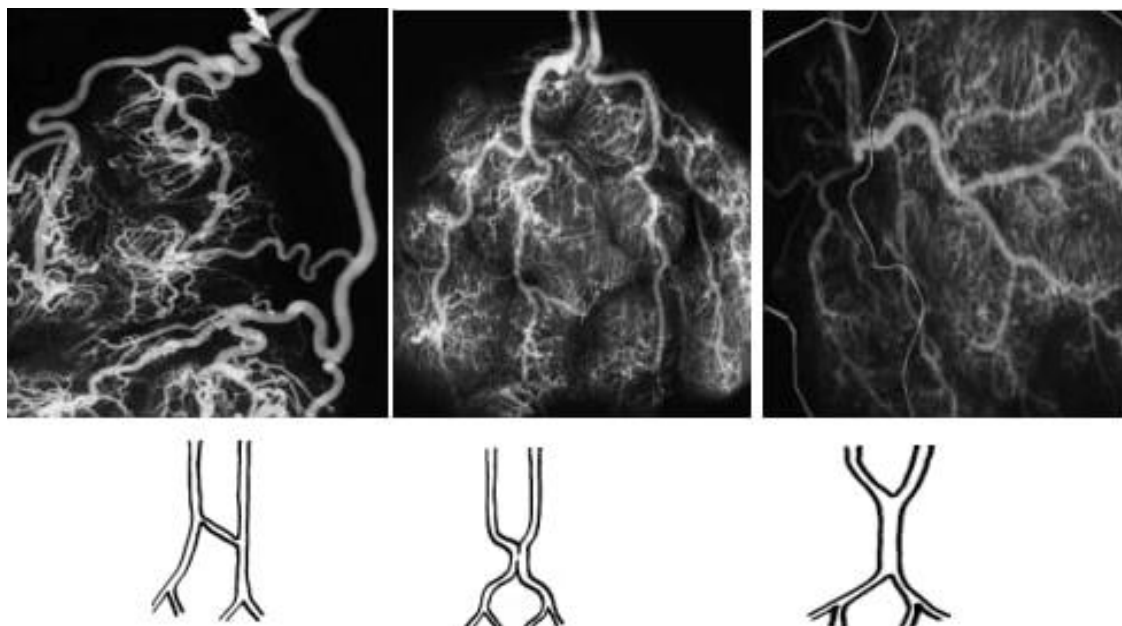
Типы сосудов плаценты с различной модификацией анастомоза Хиртла между сосудами пуповины. Рентгенография сосудов, заполненных сульфатом бария
